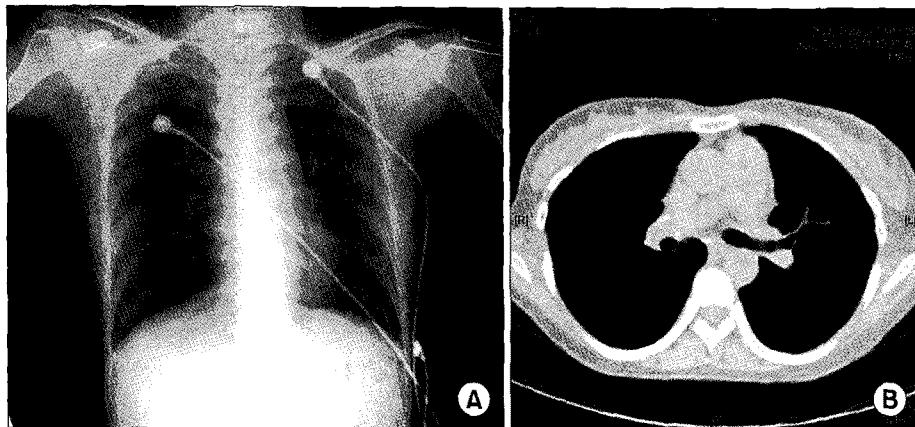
Preoperative chest X-ray and chest computerized tomography (CT). They show no abnormal findings.
